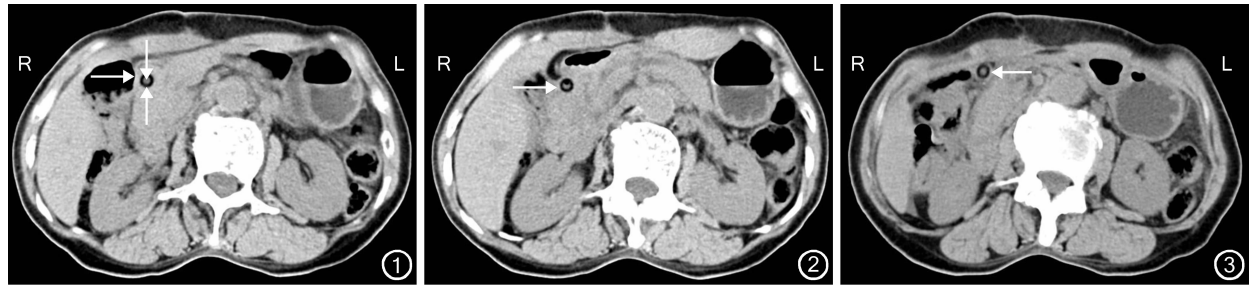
胆总管探查引流术后 2 周 CT 检查示窦道形成, 窦道壁(→), T 管壁(↑), T 管腔(↓), 环形管状密度影中间稍高密度影, 里面充盈胆汁 图 2 CT 检查示窦道起始部位, 窦道壁(→) 图 3 CT 检查示窦道与腹壁交汇处, 窦道壁(←)
